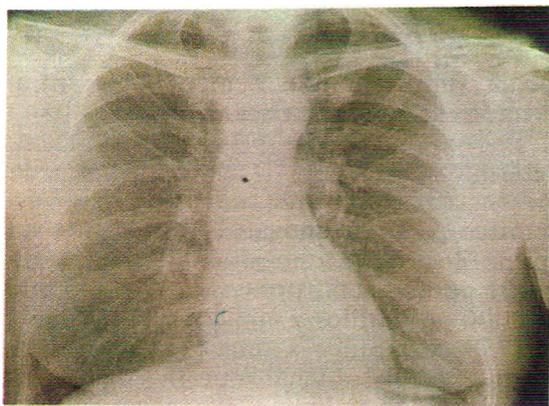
Caso 1: Radiografía de tórax mostrando infiltrados bilaterales de tipo intersticial y otros cambios pulmonares de tipo crónico.
